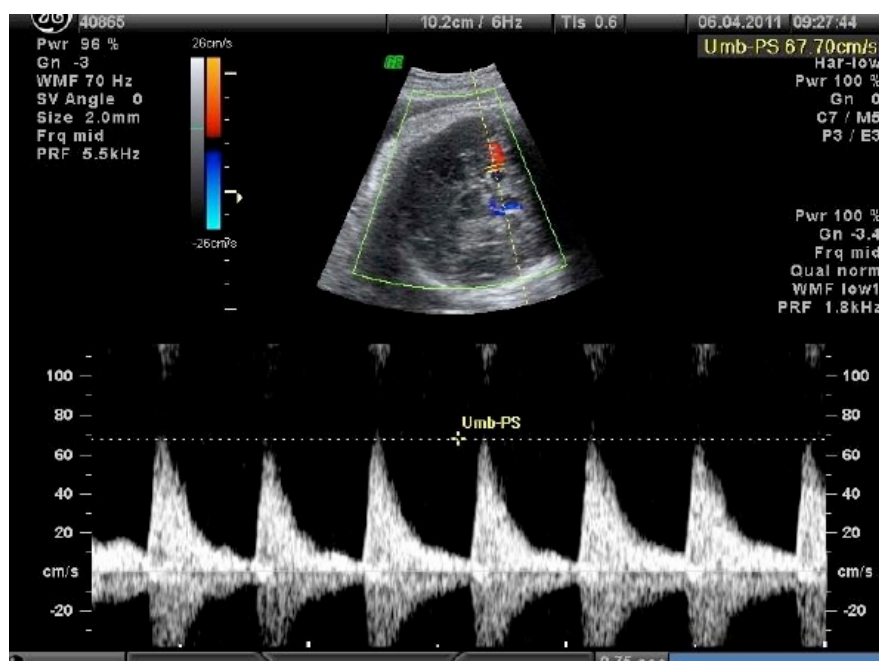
Sonograma da artéria cerebral média com medida da velocidade sistólica máxima
